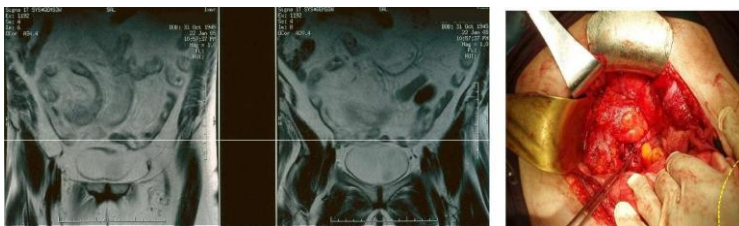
Aspect RM al unui leiomiiosarcom. Aspect intraoperator/
